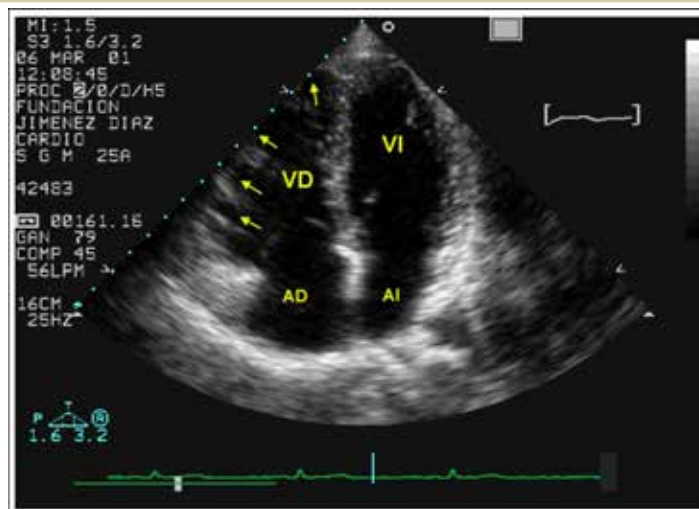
Ecocardiograma transtorácico en plano de cuatro cámaras de un paciente con DAVD mostrando un VD dilatado con saculaciones aneurismáticas en su pared lateral y ápex.
